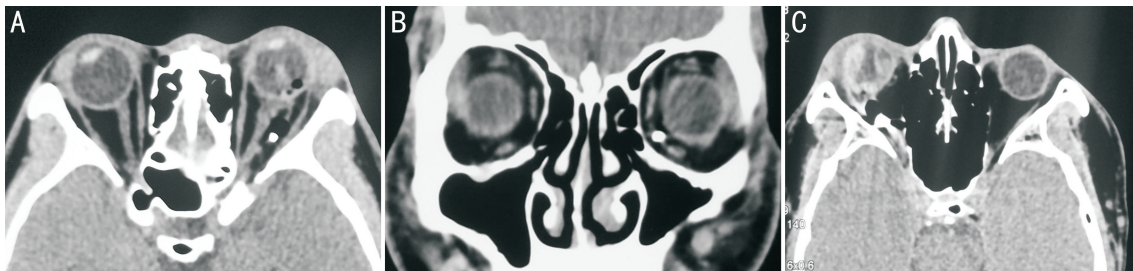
眼眶异物 CT 表现 A:肌锥内异物;B:肌锥外异物;C:眶内异物伴眼球破裂。
